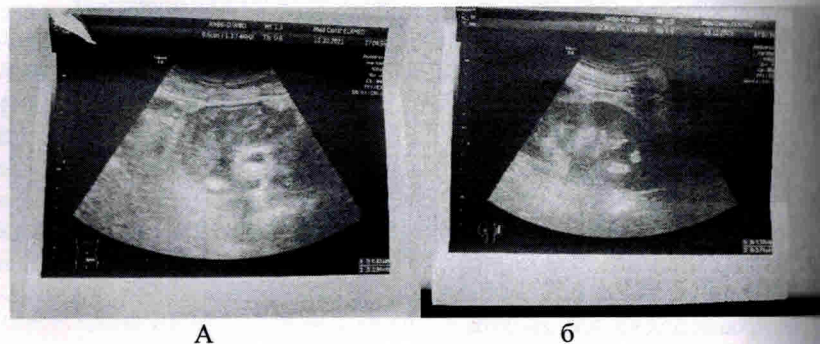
УЗИ опухоль сигмовидной кишки: а – в проекции сигмовидной кишки гипозоногенное образование 68 на 29 мм с неровным контуром, с неоднородной структурой; б – эта же больная – лоханка левой почки расширена до 28 на 17 мм
